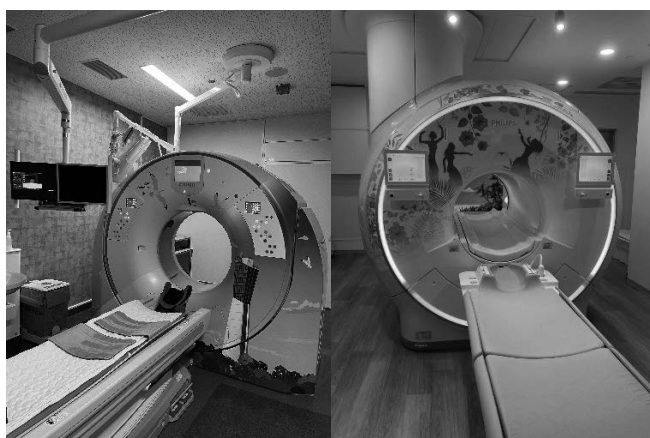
画像検査装置紹介（右図 CT/ 左図 MRI）
